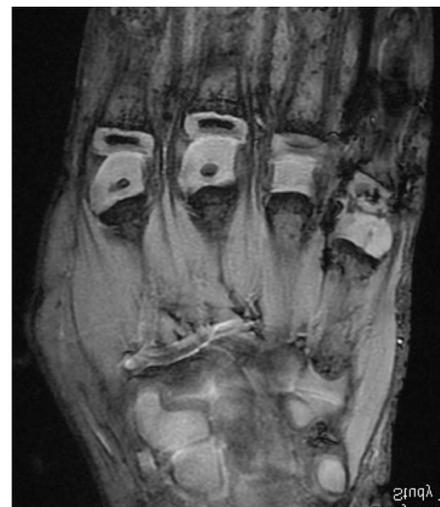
RMN a un año de la cirugía.
